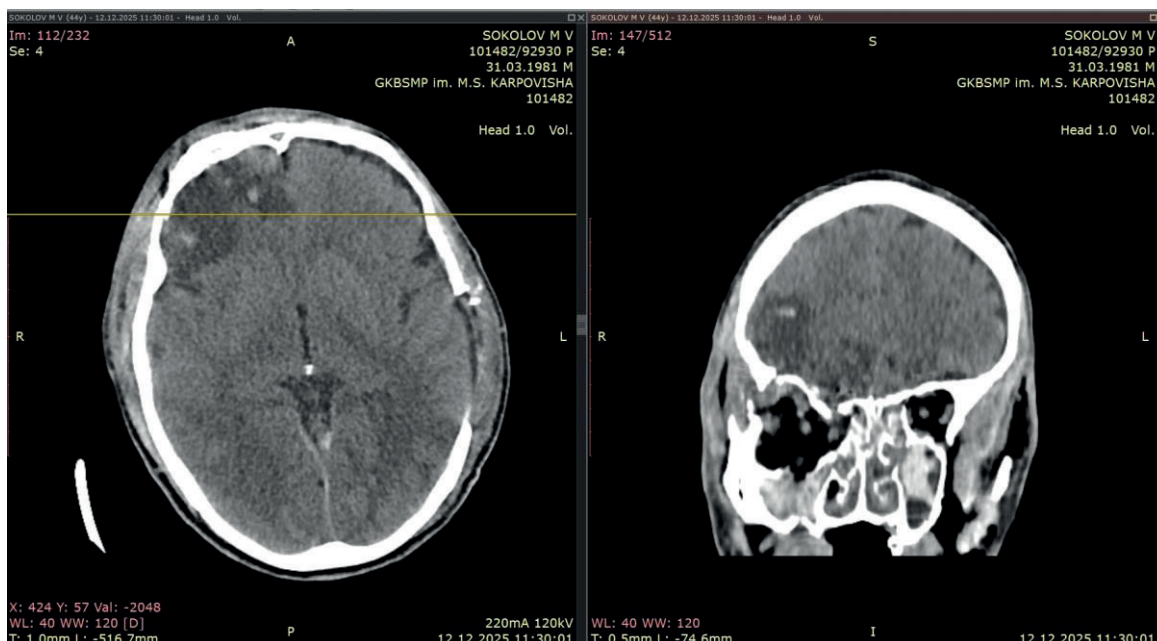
МСКТ головного мозга в динамике (12.12.2025). Признаки удаления эпидуральной гематомы слева. Сохраняются переломы костей свода и основания черепа.
